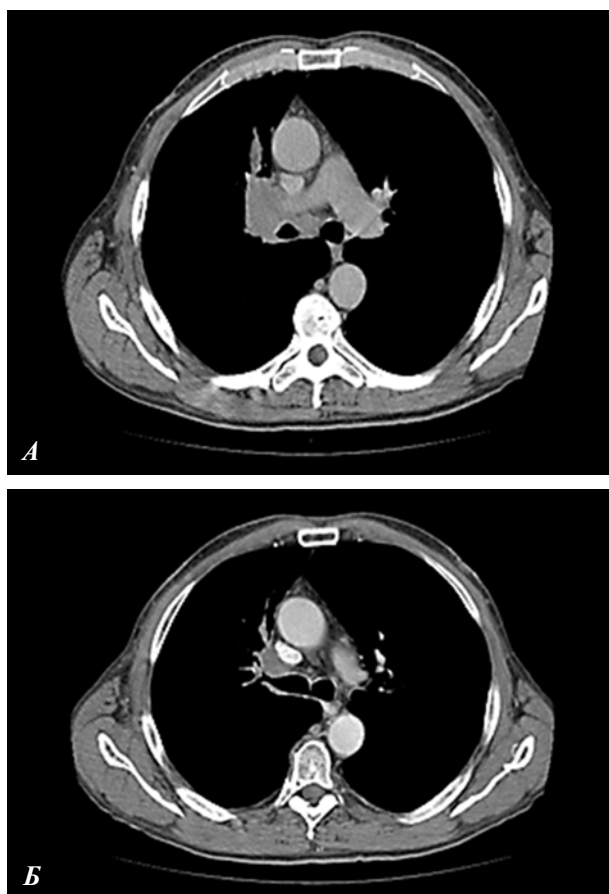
Результати КТ органів грудної порожнини: А — до початку лікування. Центральний рак правої легенеї, інвазія в середостіння, стадія IIIA(T3N2); Б — після НХПТ. Значна регресія пухлини, виконана радикальна операція
